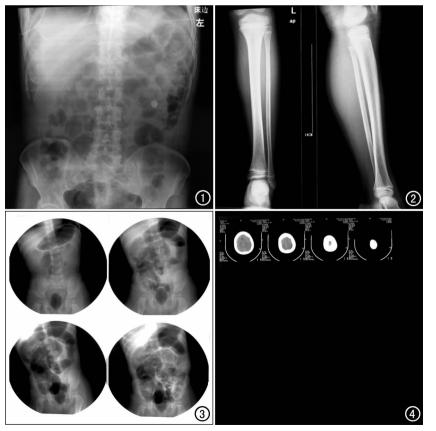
床边腹部平片,图片质量未达到诊断要求。 图 2 急诊片,重复打印。
